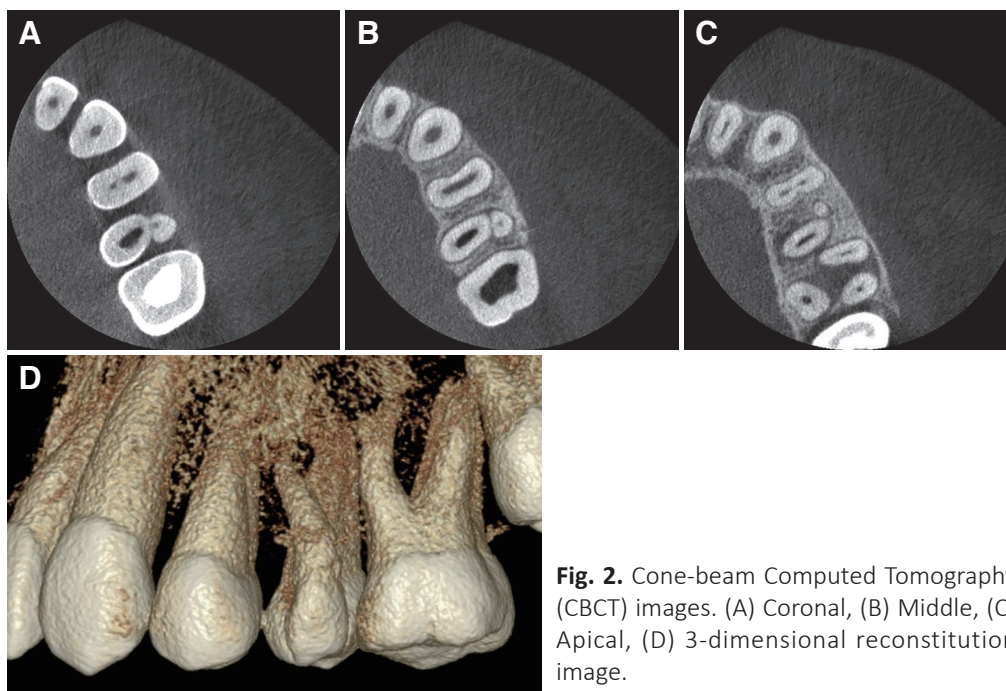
Cone-beam Computed Tomography (CBCT) images. (A) Coronal, (B) Middle, (C) Apical, (D) 3-dimensional reconstitution image.
